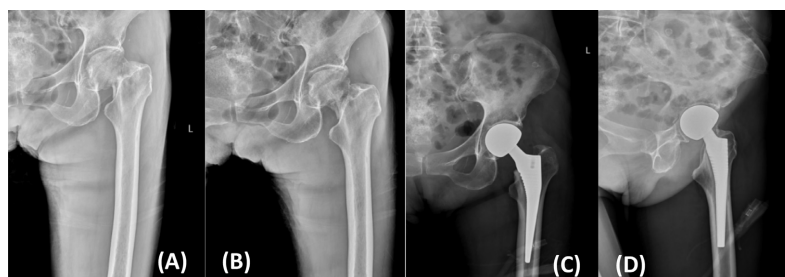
X-rays before and after modified hardinge approach hemiarthroplasty in an 85-year-old female patient with left femoral neck fracture (Garden type III) (A), (B). Before operation; (C), (D). After operation
